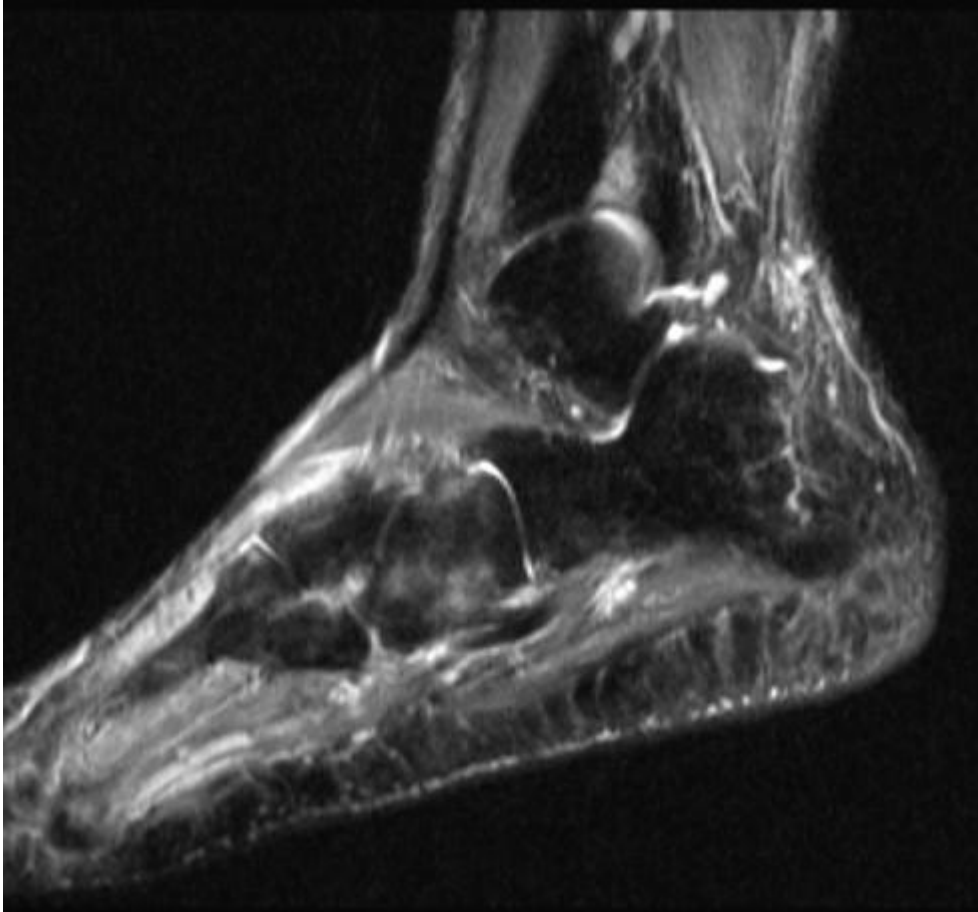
MRT-Aufnahme (T2 mit KM) bei Erstvorstellung: deutliches Knochenmarködem im Cuboid.
